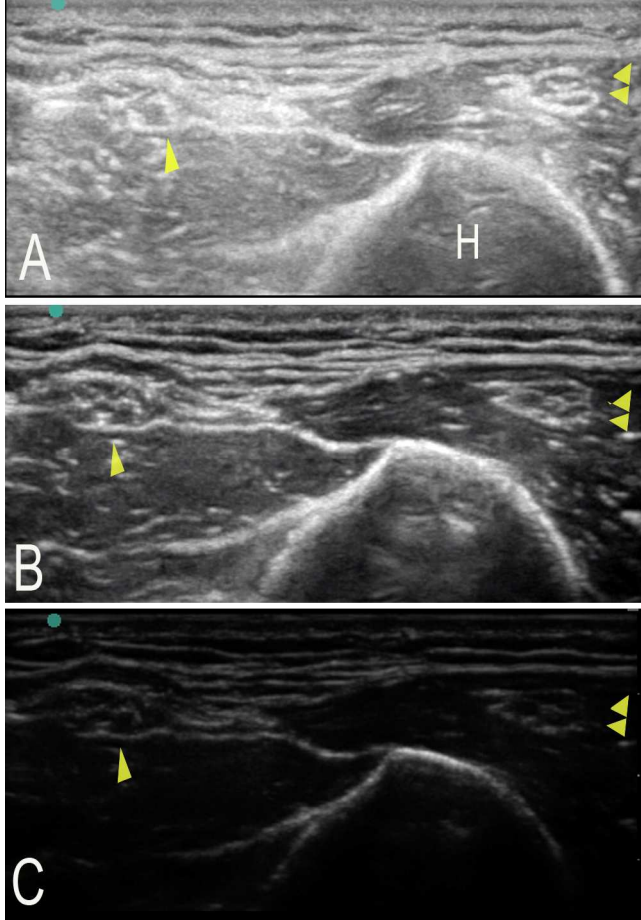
Kol distalinde medial taraftan, aynı yerden, farklı derinlik ayarlarında alınmış ultrasonografik görüntüler. Ultrasonografik resimler ekran görüntüleriyle orantılı, ölçekleri bozulmadan konulmuştur. Median sinir (M), ulnar sinir (U), brakiyal arter (AB), bazilik ven (VB), humerus (H). Sinirler 7–8 mm derinlikte ve derinlik ayarı arttıkça hedef sinirler görüntüde küçülmektedir. Sinirin lokalize edilmesinde görüntünün optimizasyonu için uygun derinlik ayarı yapılması gerekmektedir.
